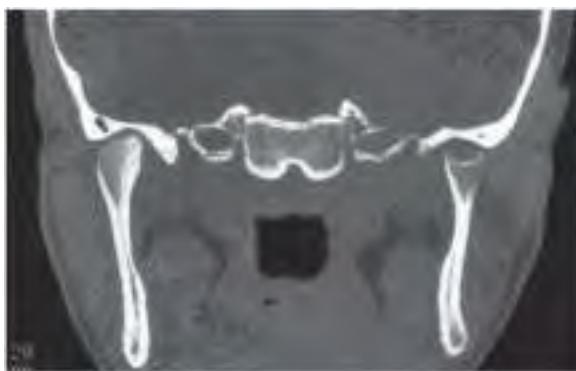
TC de la articulación temporomandibular de un paciente con artritis idiopática juvenil que muestra la destrucción en la parte derecha.
